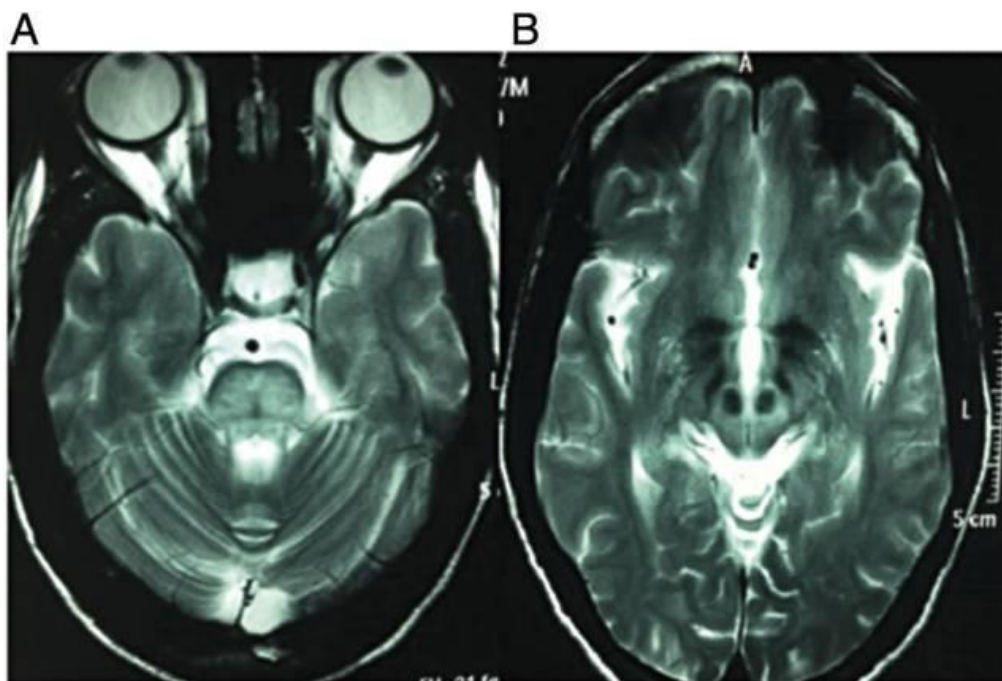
A imagem ponderada em T2 do cérebro de ressonância magnética mostra sinal de “face de panda gigante”.
